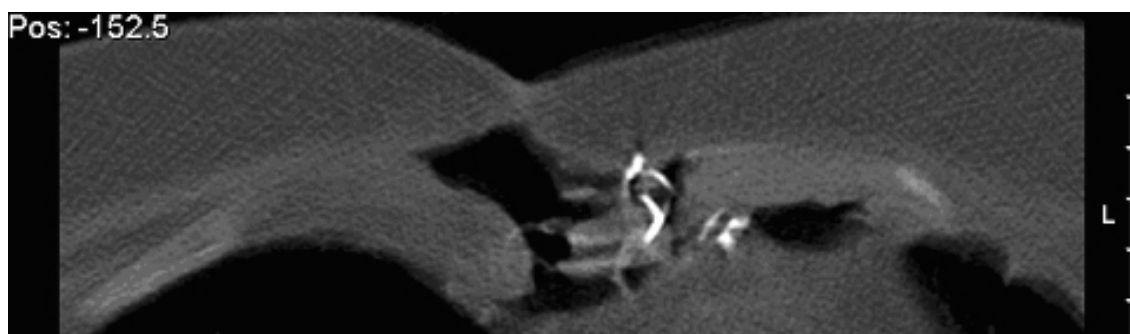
CT (2) Patient 6
